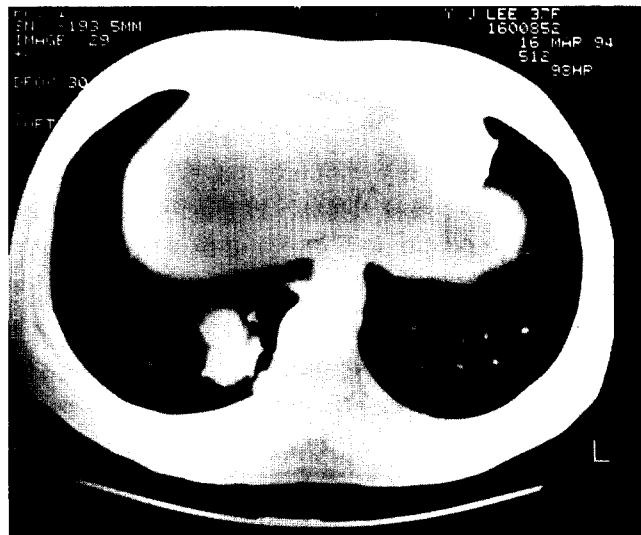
Preoperative Chest CT
